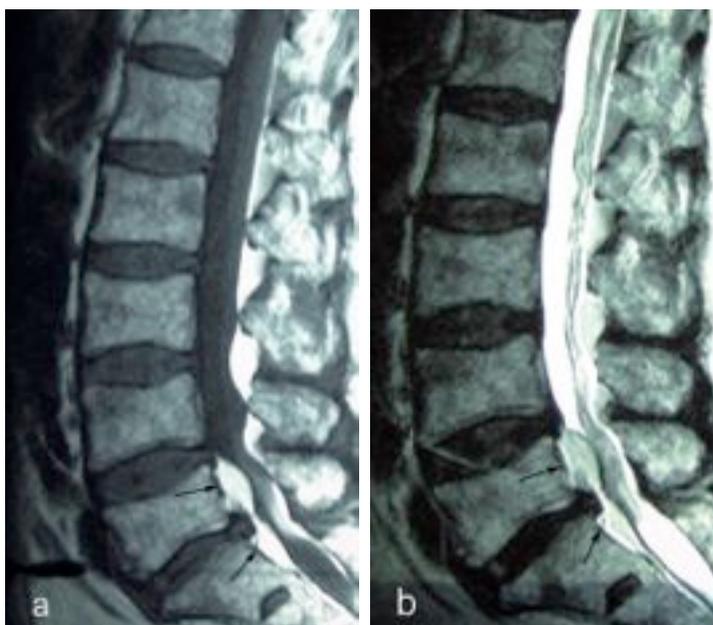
MRT sagittal T1- (a) und T2- (b) Wichtung, SEL L5/S1 (Pfeile).
